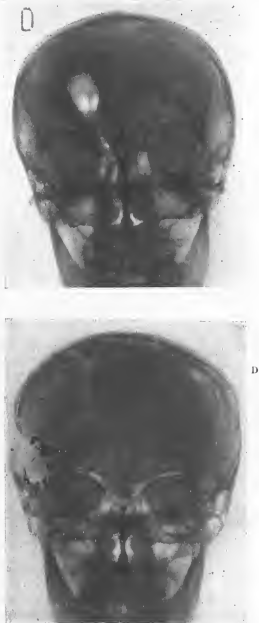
En haut, ventriculographie : trou de Monro gauche bouché, corne frontale droite et III<sup>e</sup> ventricule repoussés vers la droite. En bas, radiographie postopératoire (a été tirée à l'envers) : la brèche osseuse au niveau de l'insertion du méningiome. Les clips laissés en place.
